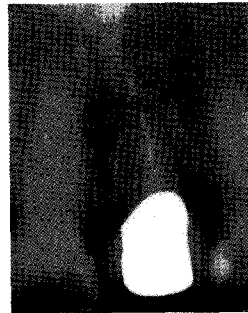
Periapical view after 4months.
